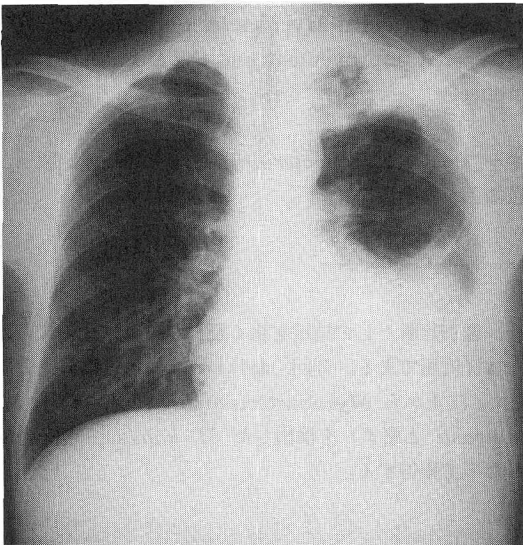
入院時胸部X線写真：左側に胸水貯留を認め，肺尖部に結節・浸潤影を認める。
